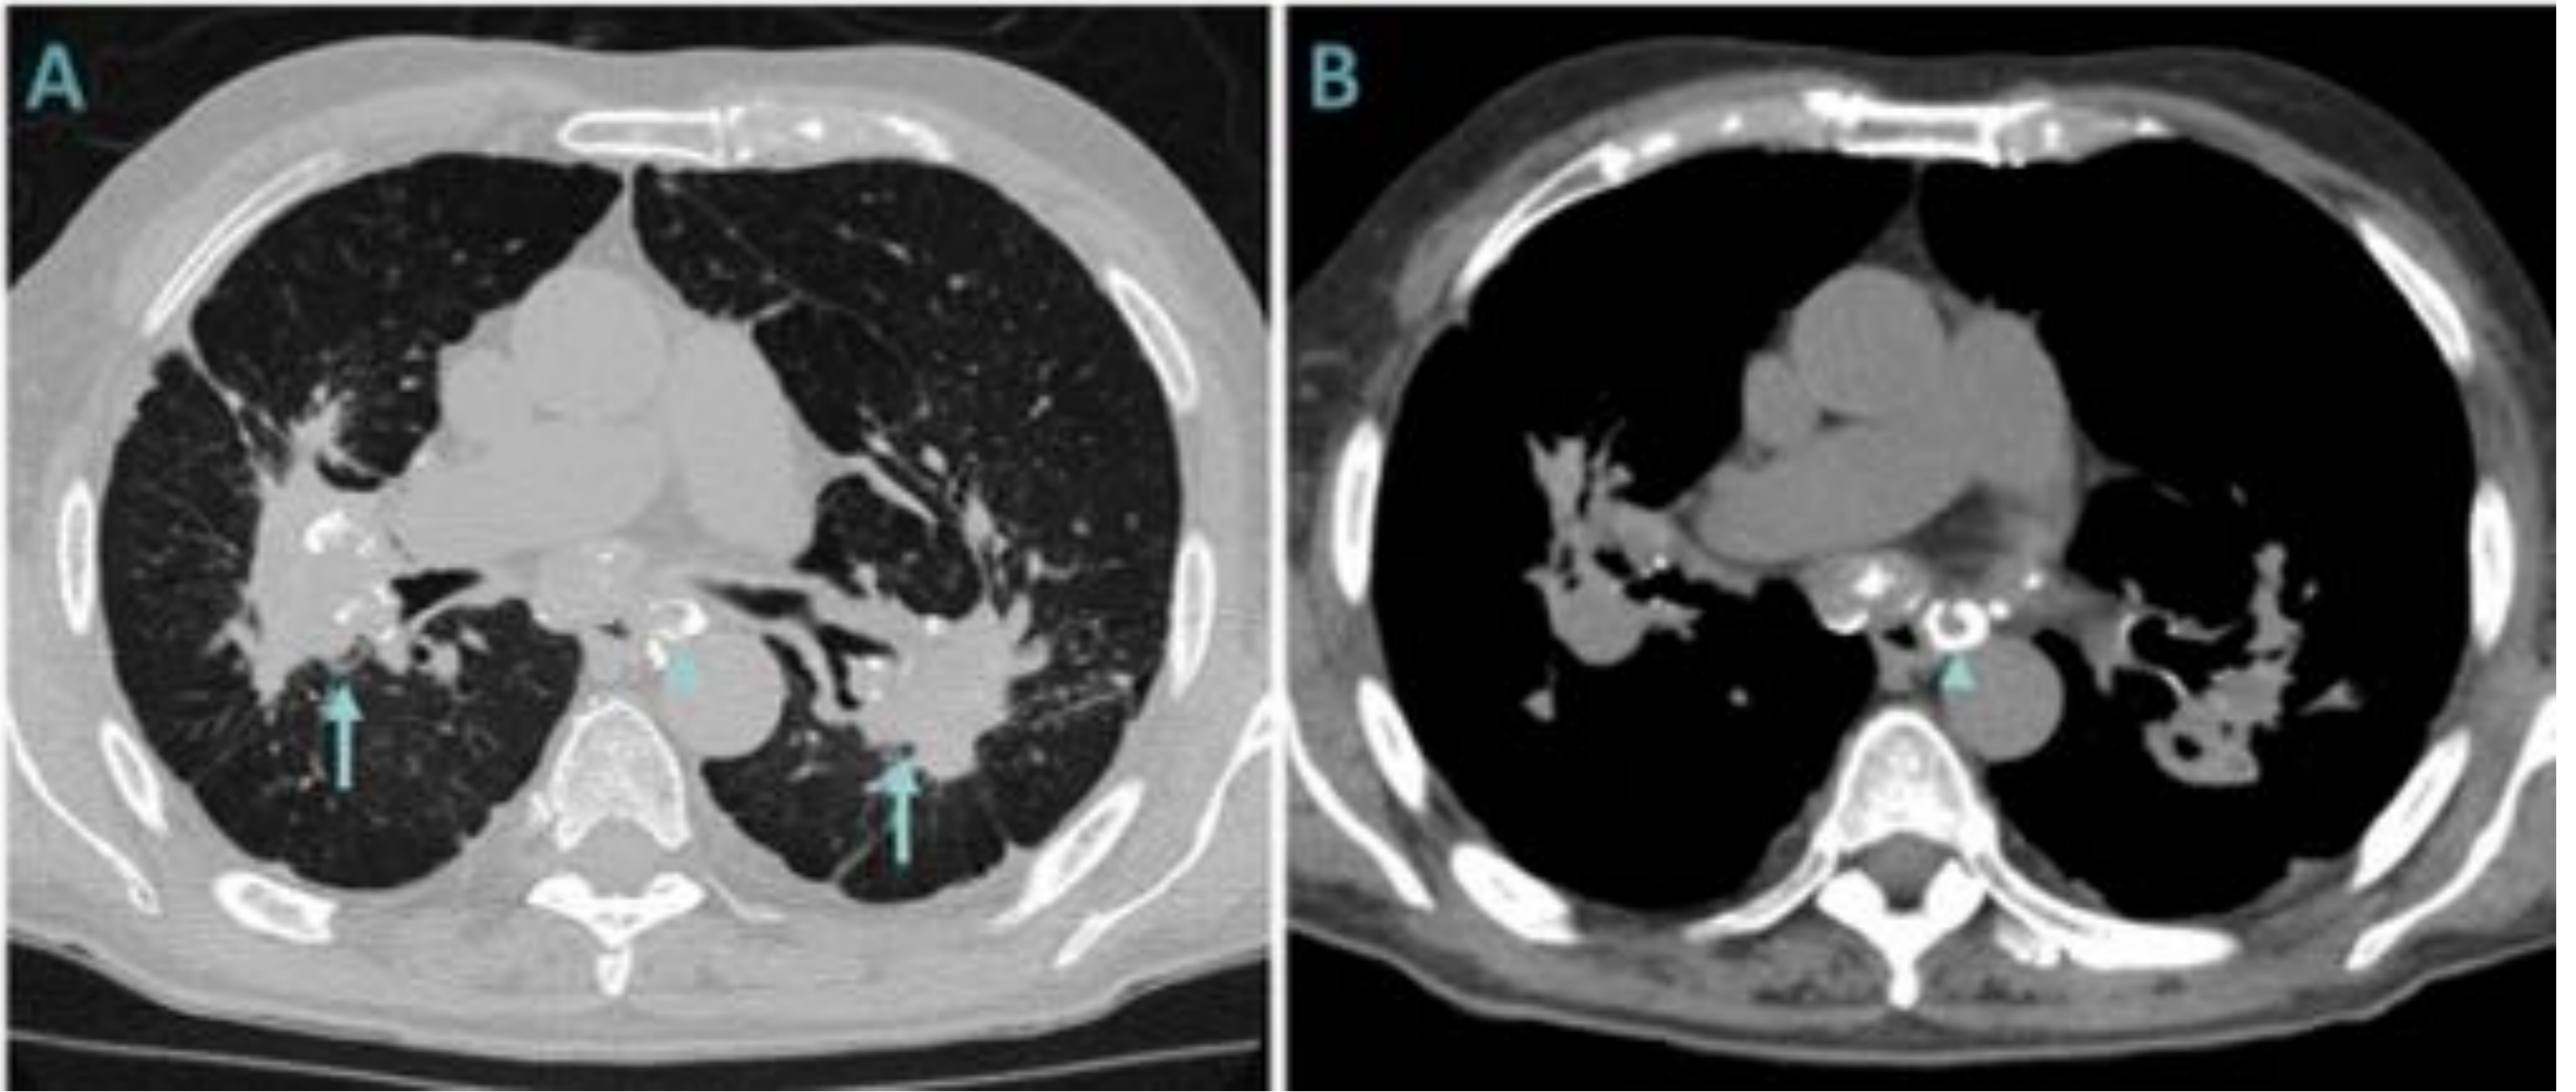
Corte axial de TC de tórax con ventana de pulmón (A) y mediastino (B) de un paciente diagnosticado de silicosis. Se visualizan conglomerados silicóticos parahiliares bilaterales con calcificaciones en su interior (flechas). Además podemos ver una adenopatía mediastínica con calcificación en «cáscara de huevo» (cabeza de flecha), característica de esta entidad.
